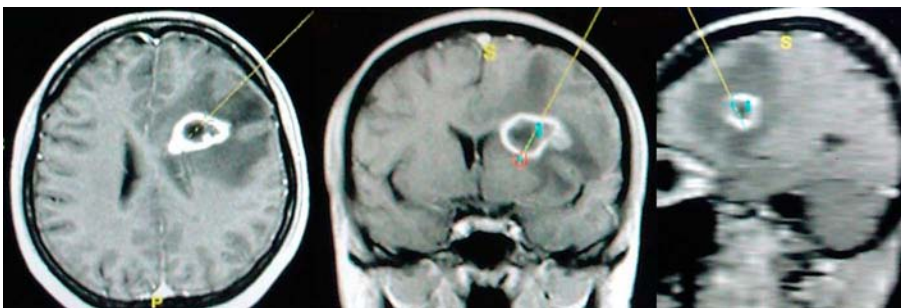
МРТ хворої Ш. Солідне ураження медіанних відділів лівої лобової частки, яке кільцеподібно накопичує контрастну речовину, оточене перифокальним набряком.
